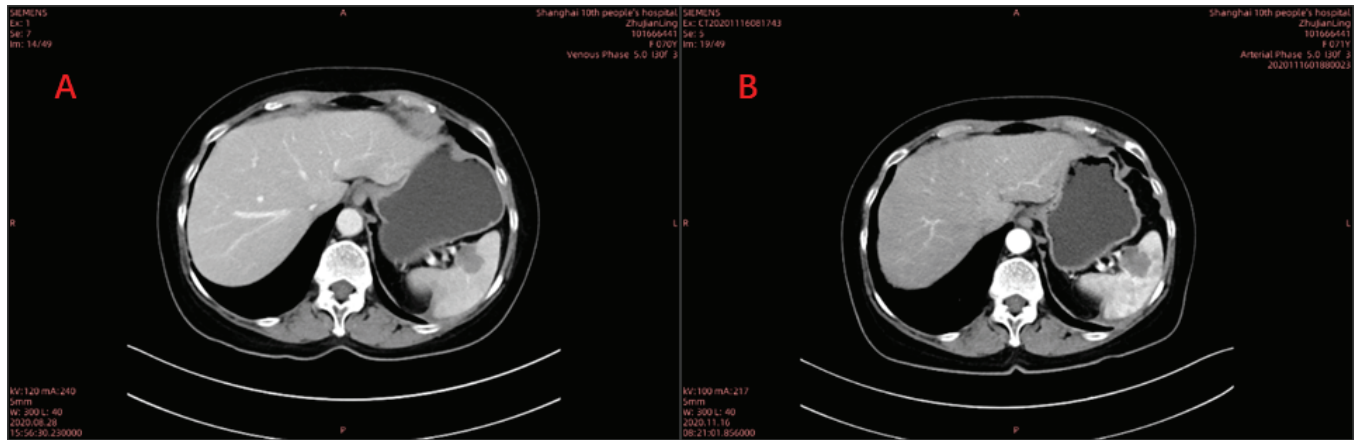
患者 HIFU 消融治疗前的脾脏对比增强 CT。图 7B 为患者 HIFU 消融治疗后的脾脏对比增强 CT。箭头所示为明显的无灌注区。
